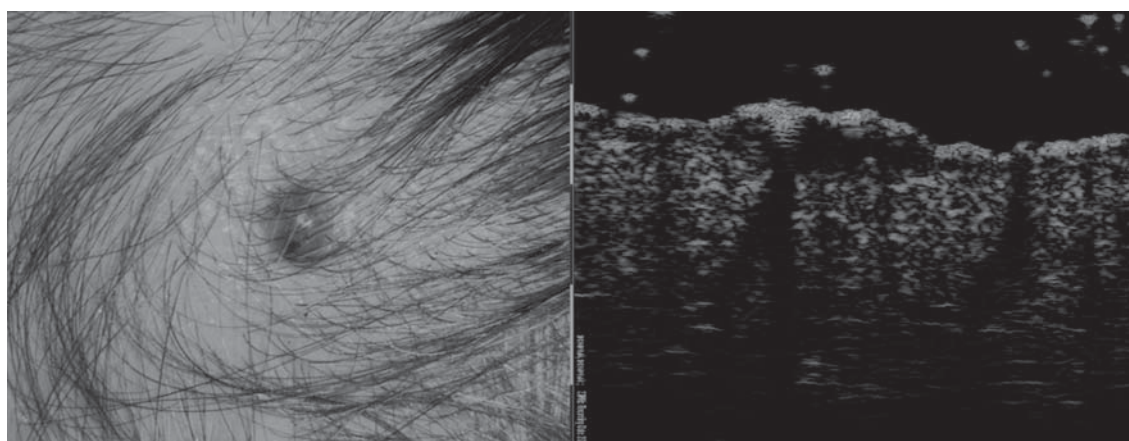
УЗИ-сканирование нодулярной формы базальноклеточного рака
